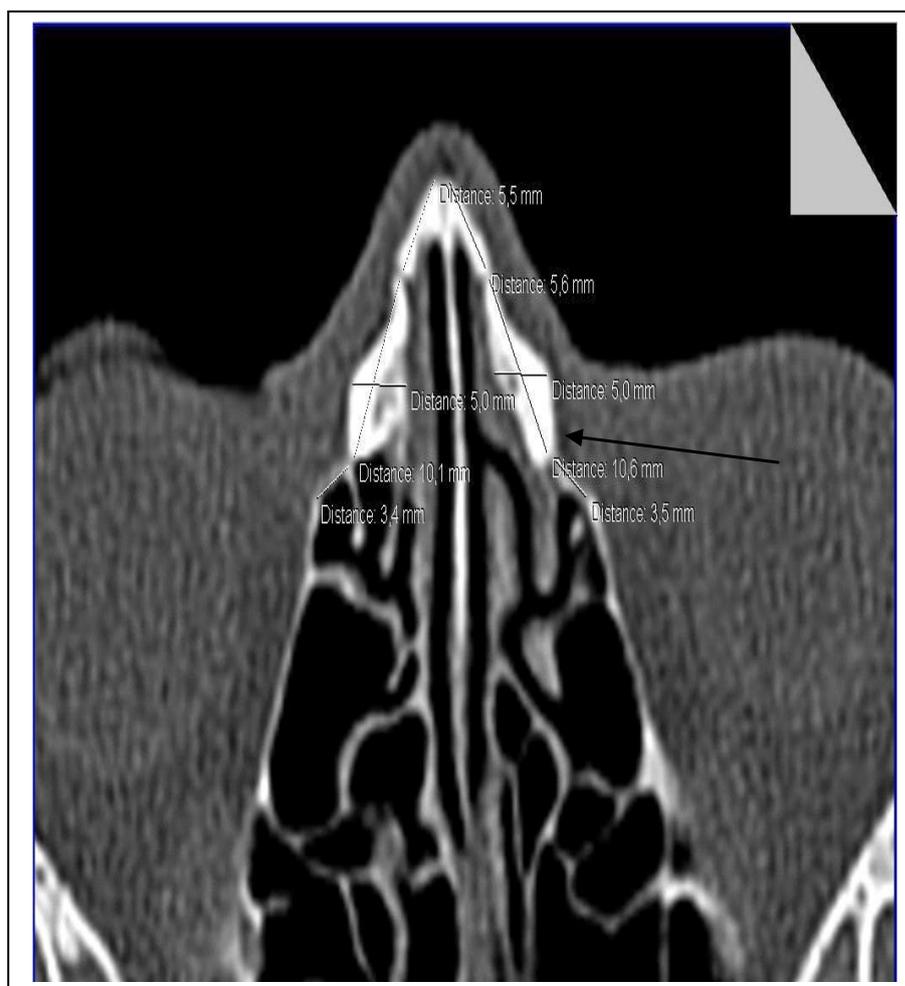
КТ дакриоцистита новорожденных во взрослом периоде
